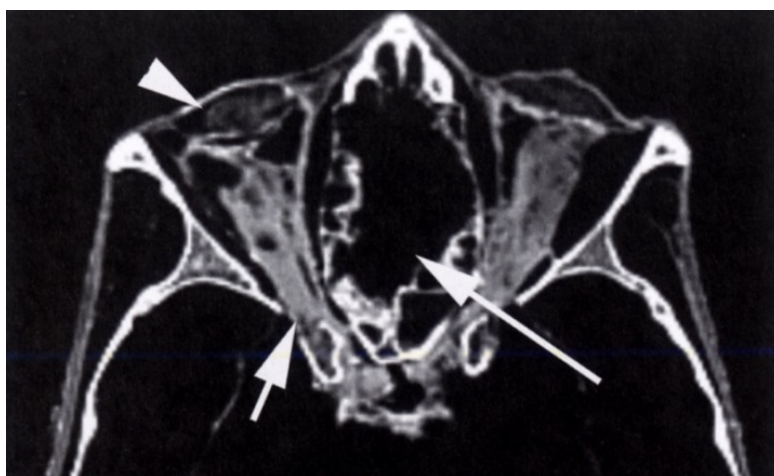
TAC orbitario de la momia de Tiye (Hawass & Saleem, 2016)
